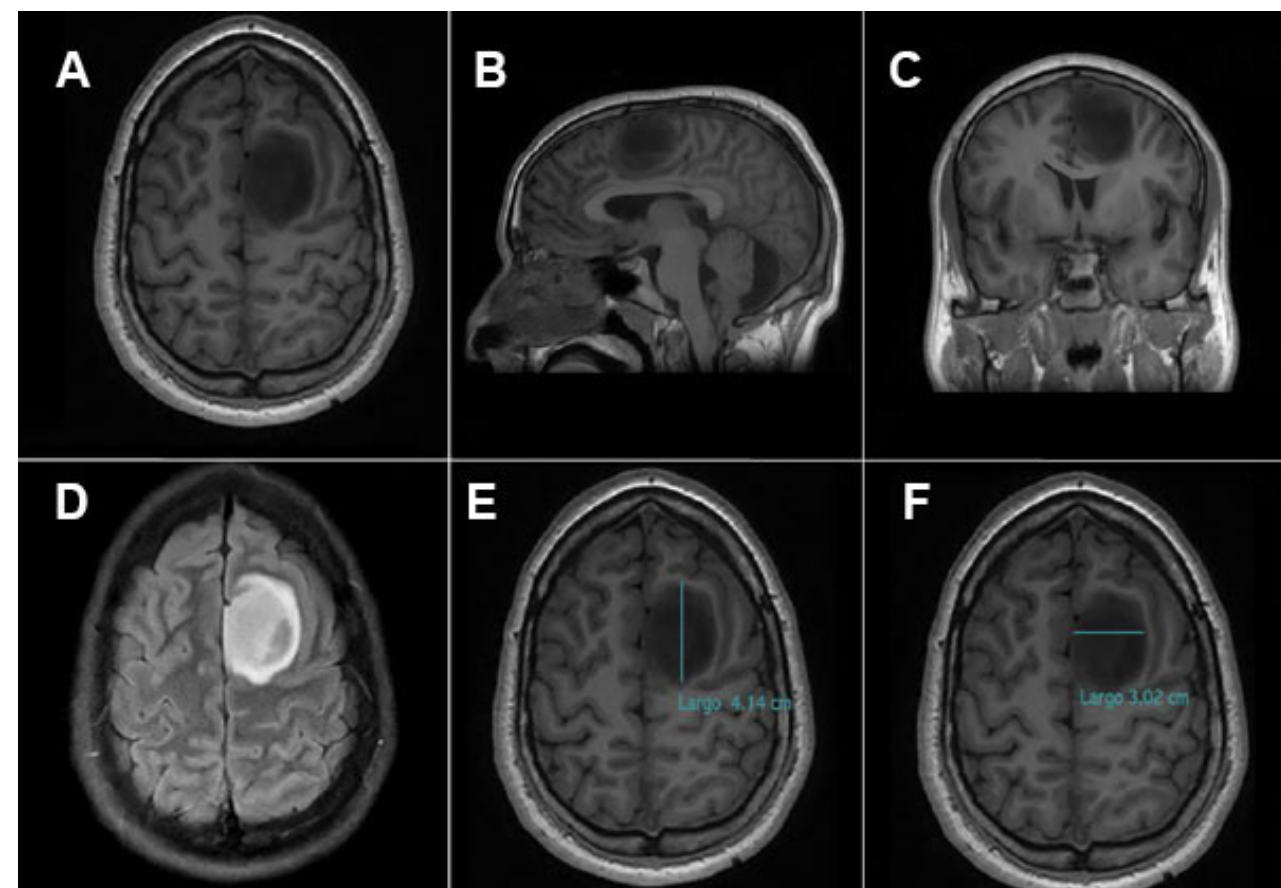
RM preoperatoria. A) Corte axial secuencia T1, se evidencia lesión intraaxial difusa en AMS izquierda con desplazamiento del surco frontal superior hacia lateral. B) Corte sagital secuencia T1, se muestra lesión desplazando surco frontal superior hacia anterior. C) Corte coronal secuencia T1, se observa lesión desplazando giro del cíngulo hacia inferior. D) Secuencia FLAIR, se evidencia lesión hiperintensa sin edema perilesional. E, F) Secuencia T1, se representa diámetro anteroposterior y laterolateral de la lesión. AMS: área motora suplementaria.
